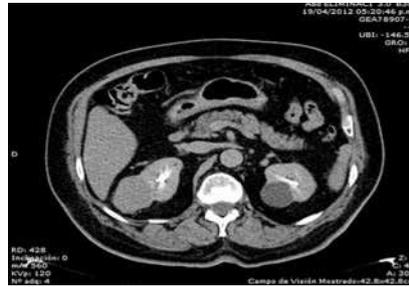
Urotomografía en fase de eliminación: muestra tumor en riñón derecho y quiste simple en riñón izquierdo.
